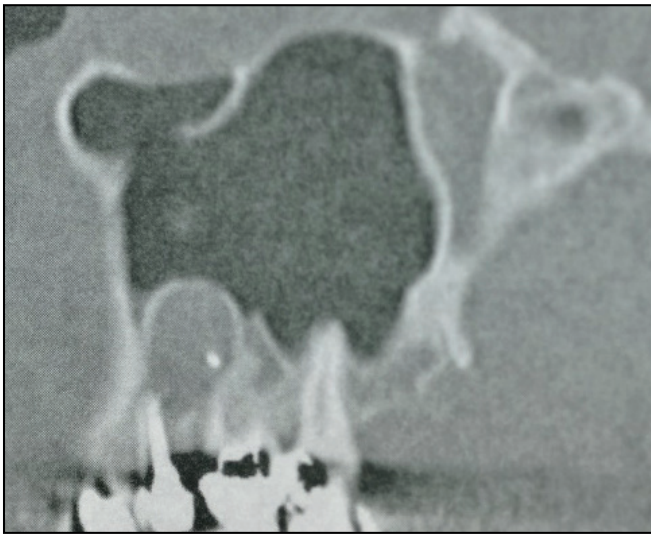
Foyer apical sur 25 au CBCT.
